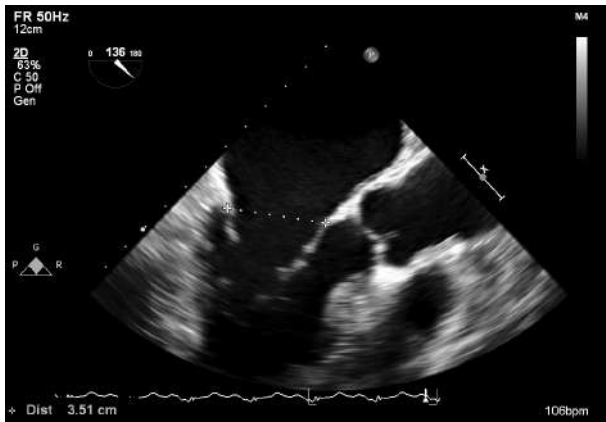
Эхокардиография. Аннулодилатация, фиброзное кольцо митрального клапана 39 мм
